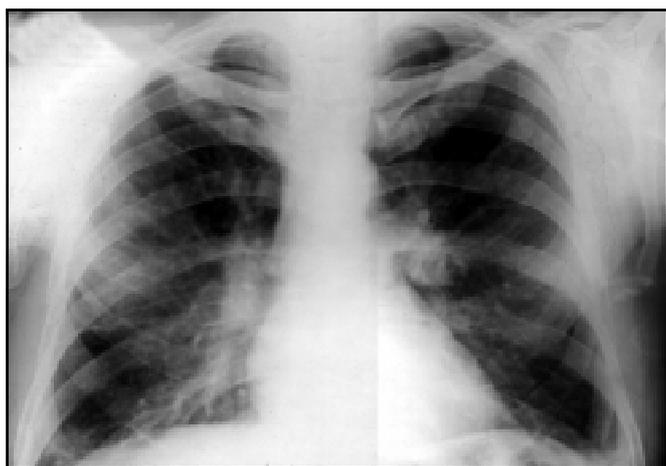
Хвора З., 1944 р. народження. Оглядова рентгенограма органів грудної порожнини і середина томограма легені без змін. Корені розширені з двох боків, структурні, з поліциклічним контуром
